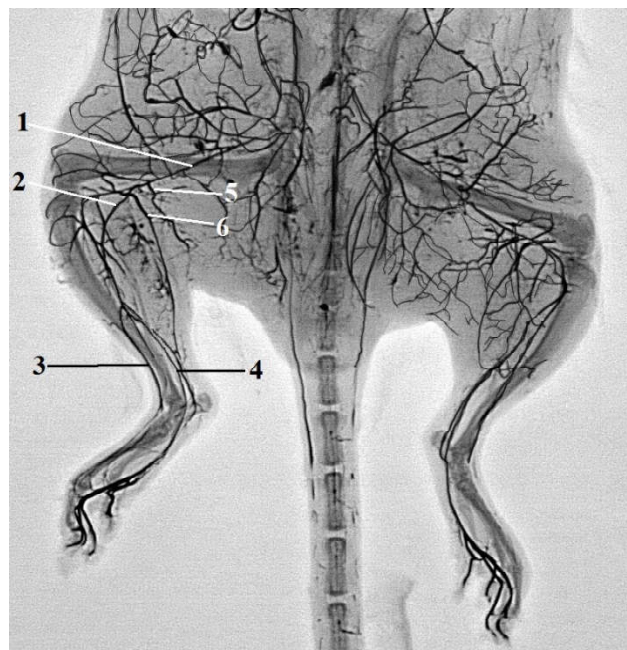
Рентгенангіограма задніх кінцівок щурів контрольної групи. 1 - стегнова артерія (*a. femoralis*); 2 - підколінна артерія (*a. poplitea*); 3 - краніальна великогомілкова артерія (*a. tibialis cranialis*); 4 - каудальна великогомілкова артерія (*a. tibialis caudalis*); 5 - м'язова гілка (*r. muscularis*); 6 - краніальна м'язова гілка (*r. muscularis cranialis*).
